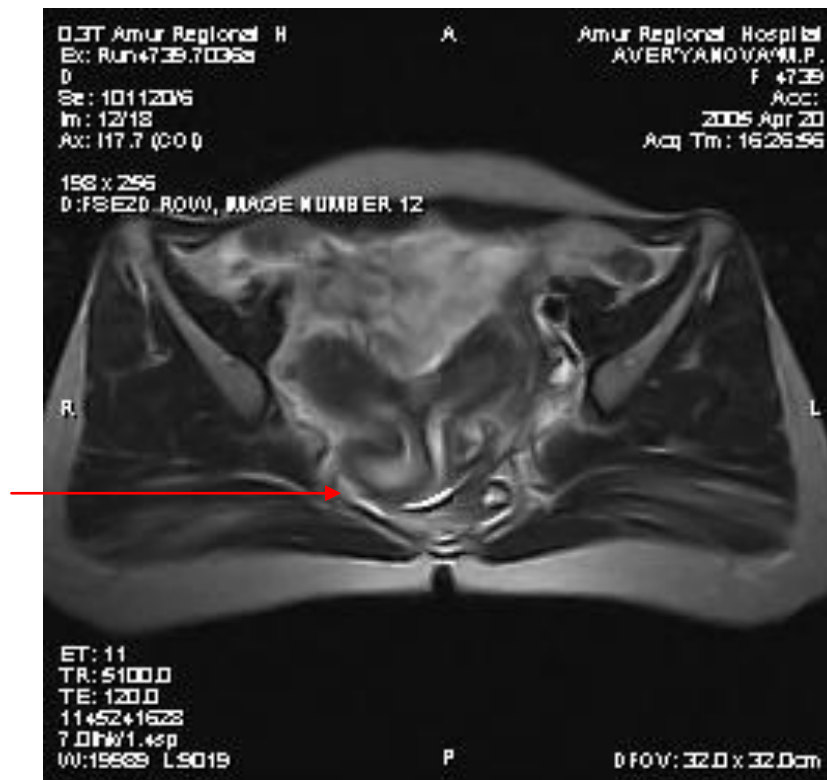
МРТ. Удвоение матки и влагалища. Указаны частичная аплазия и гематокольпос слева.
